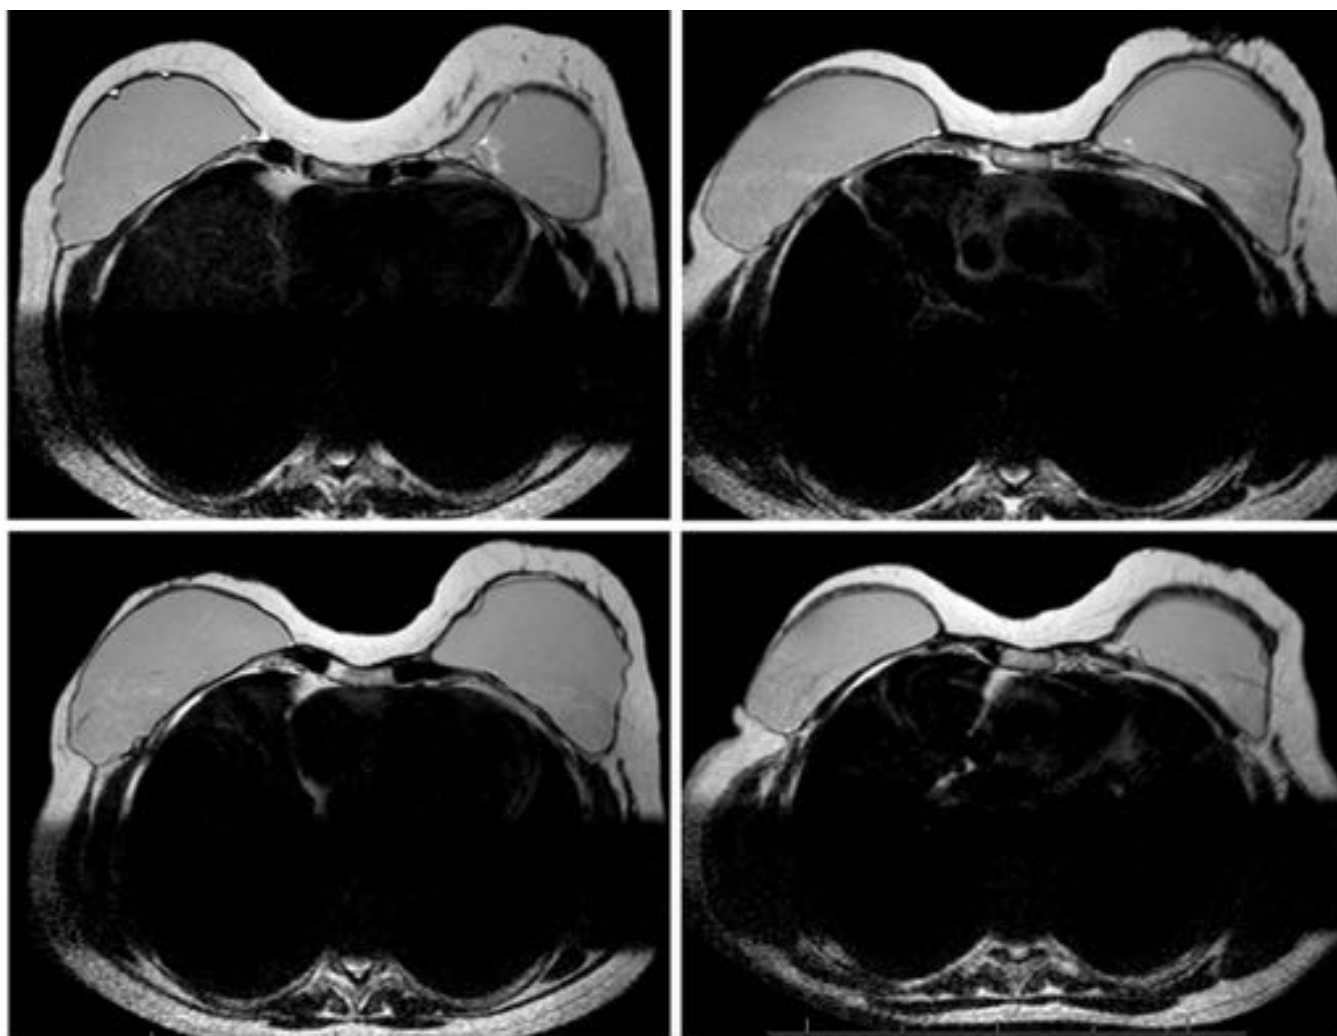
Imágenes de RM (secuencia TSE T2 axial) en un estudio oncológico -seguimiento en paciente con antecedente de neoplasia de mama tratada. En el implante izquierdo se aprecia un sutil signo de la línea subcapsular compatible con rotura protésica intracapsular mínimamente colapsada. El hallazgo incidental pasó desapercibido en el contexto de estudio oncológico.
